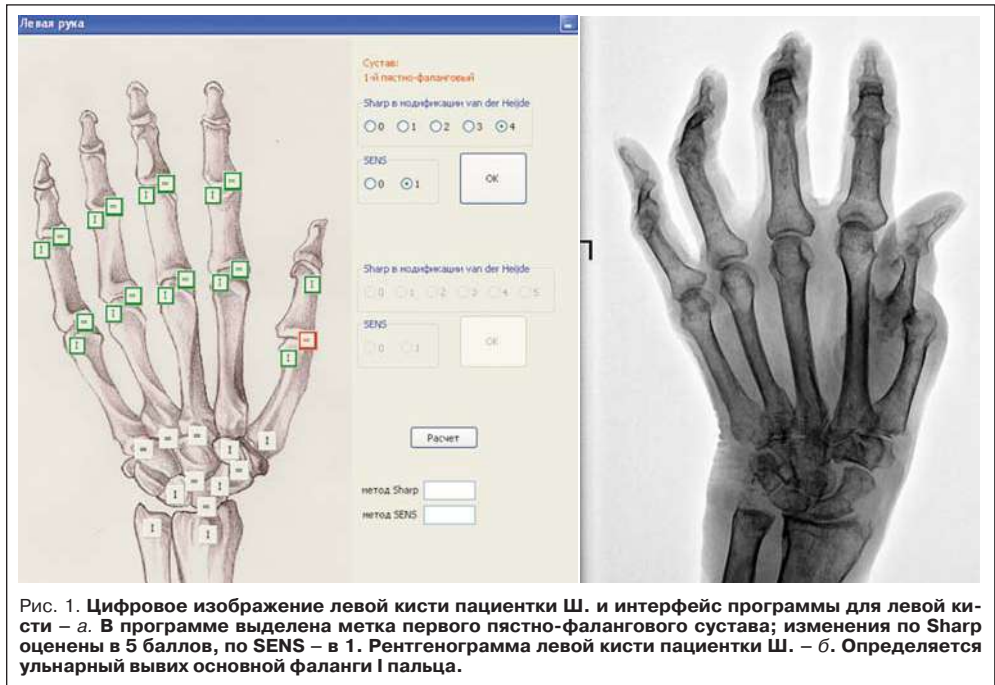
Цифровое изображение левой кисти пациентки Ш. и интерфейс программы для левой кисти – а. В программе выделена метка первого пястно-фалангового сустава; изменения по Sharp оценены в 5 баллов, по SENS – в 1. Рентгенограмма левой кисти пациентки Ш. – б. Определяется ульнарный вывих основной фаланги I пальца.
